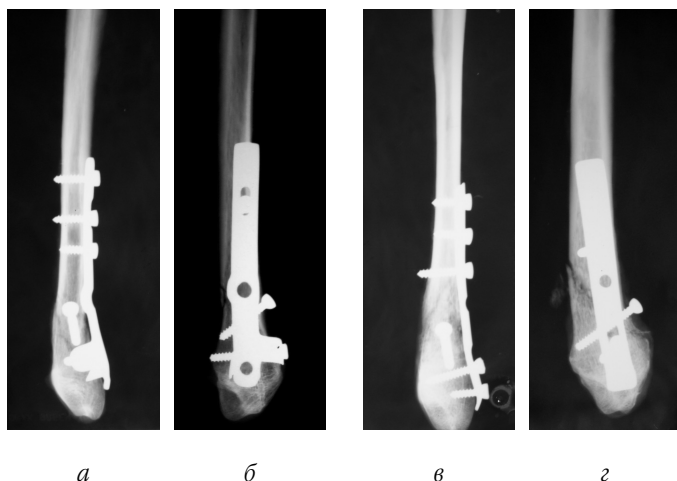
Рентгенограми малогомілкових кісток (пряма (а, в) та бокова (б, з) проекції), синтезованих фігурною (а–б) та прямою третьтрубчастою (в–з) пластинами
